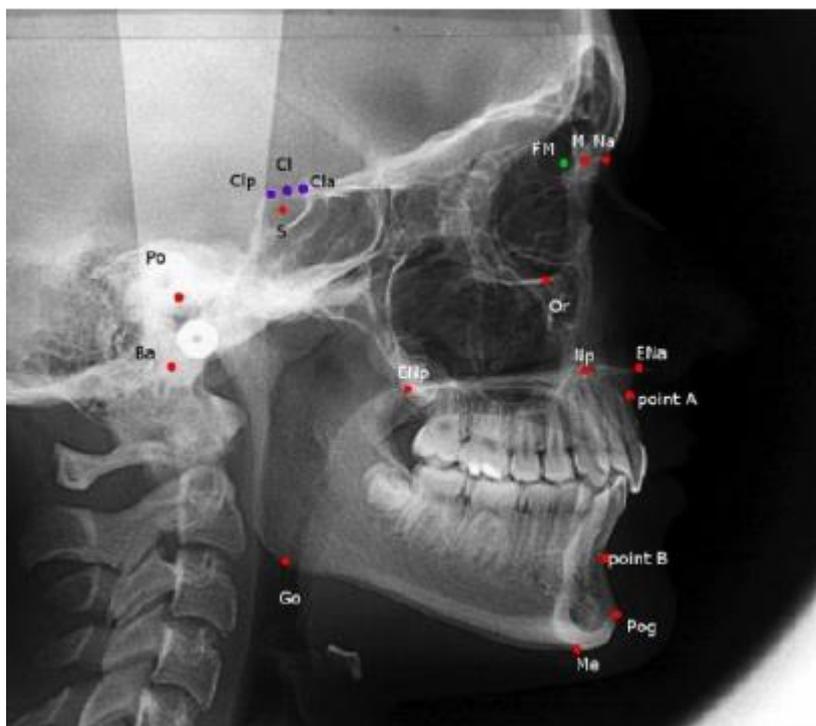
Téléradiographie de profil avec tracé des points de l'analyse céphalométrique lilloise. (87)
